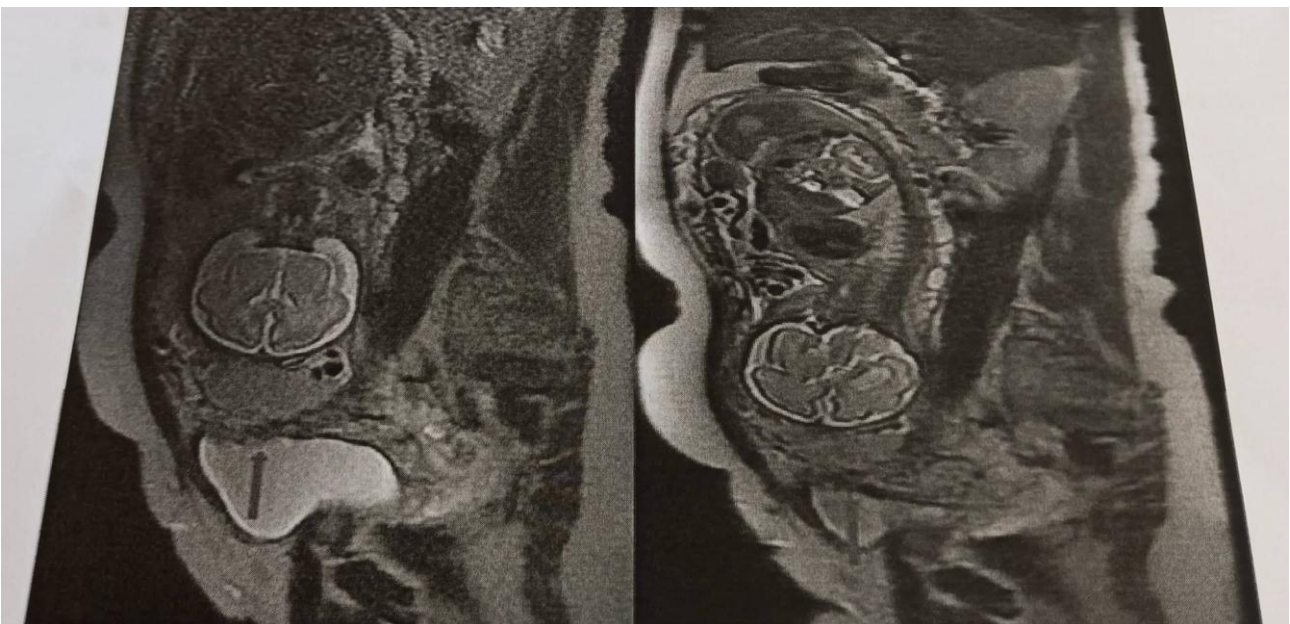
IRM placentaire de la patiente en coupes sagittales en séquence T2 : Perte de l'hypo signal T2 utéro vésical.
